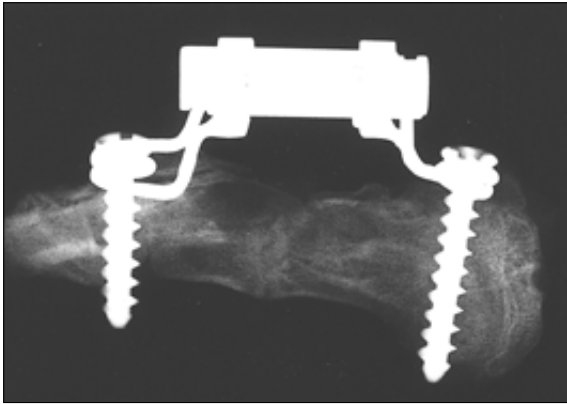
Radiographic findings at 4 weeks in 0.5mm group.
